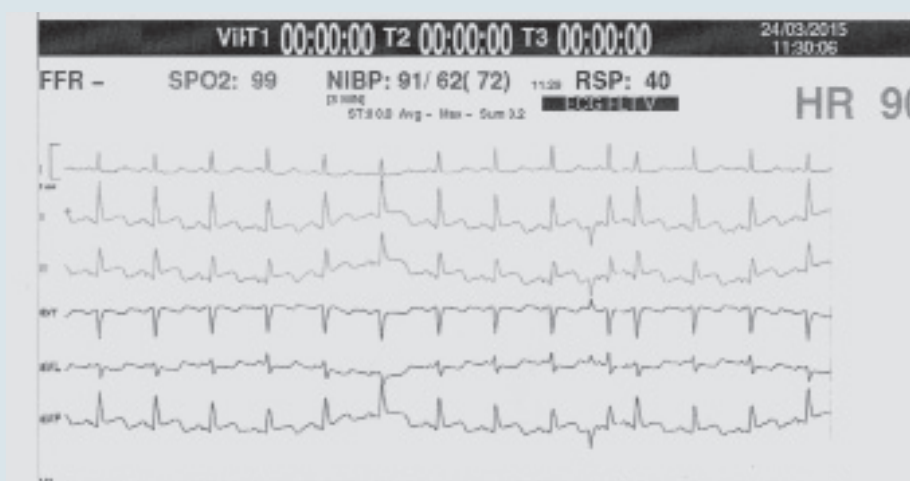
Электрокардиограмма, записанная спустя 30 мин после реперфузии
